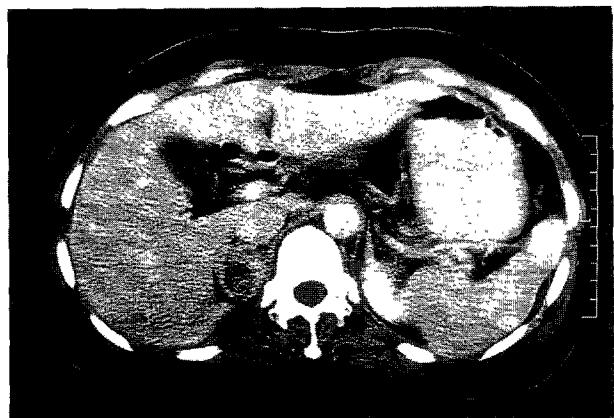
Upper abdomen CT : ovoid shaped, heterogeneous enhancing mass in the right suprarenal area.
